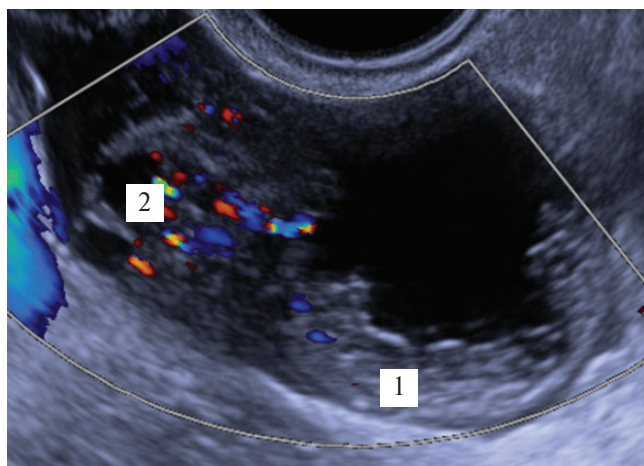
Ультразвуковая томограмма яичника с кистозным образованием: 1 — сосочковые разрастания; 2 — строма яичника
